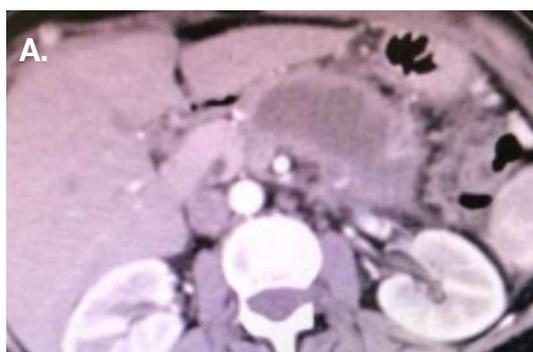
Tomografía computarizada contrastada, corte axial, se observa zona de colección peripancreática, necrosis peripancreática con pared bien definida de la colección.
